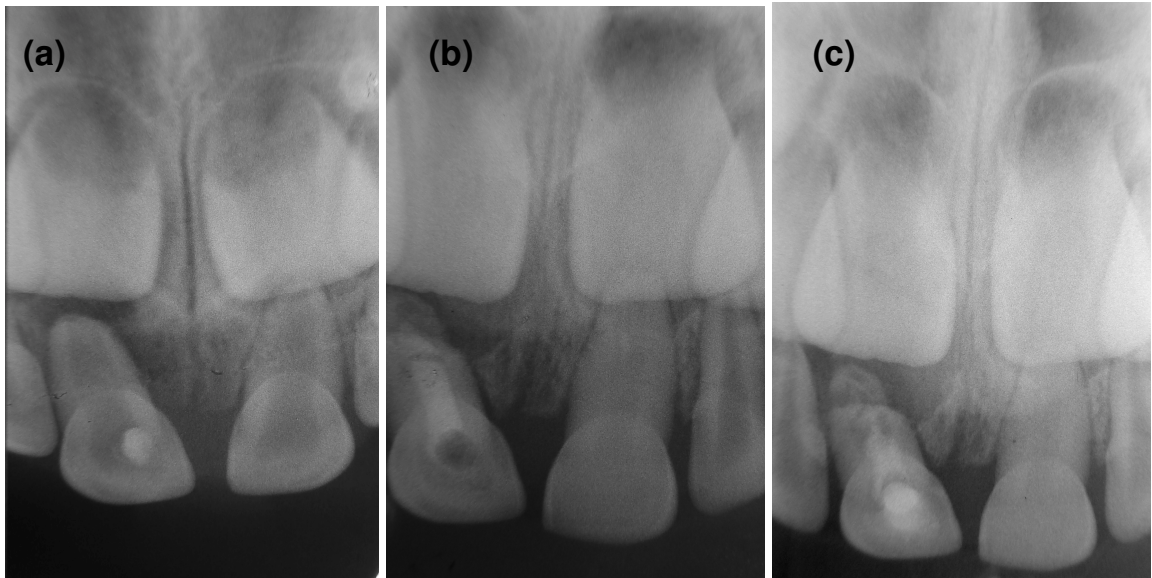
(a) Radiograph soon after trauma on teeth 51 and 61. (b) Signs of pulp obliteration in 61 after 12 months of follow-up. (c) Advanced pulp obliteration in 61 after 24-month of follow-up.
